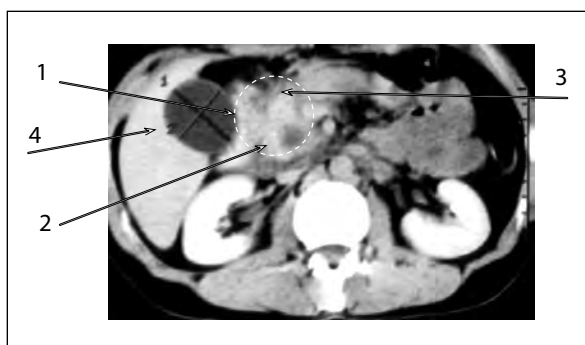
Компьютерная томограмма. Стеноз ГПП, обусловленный фиброзом головки и кистой крючковидного отростка. 1. Увеличенная фиброзированная головка ПЖ. 2. Киста крючковидного отростка. 3. Дилатированный ГПП. 4. Увеличенный желчный пузырь.
